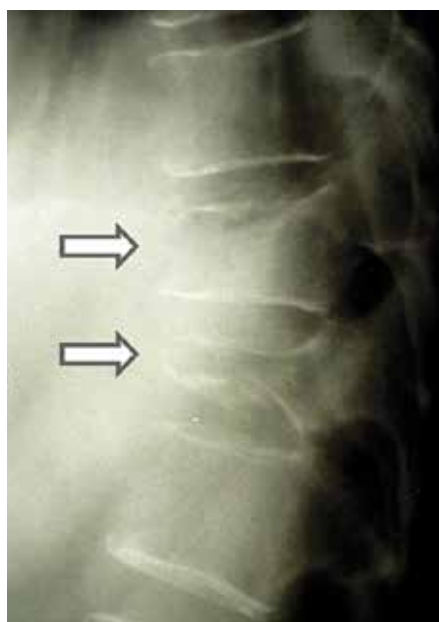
Рентгенограмма остеопоротических переломов Th11 (клиновидная деформация средней степени тяжести, показана верхней стрелкой) и Th12 (тяжелый компрессионный перелом) позвонков у пациентки с глюкокортикоидным остеопорозом
